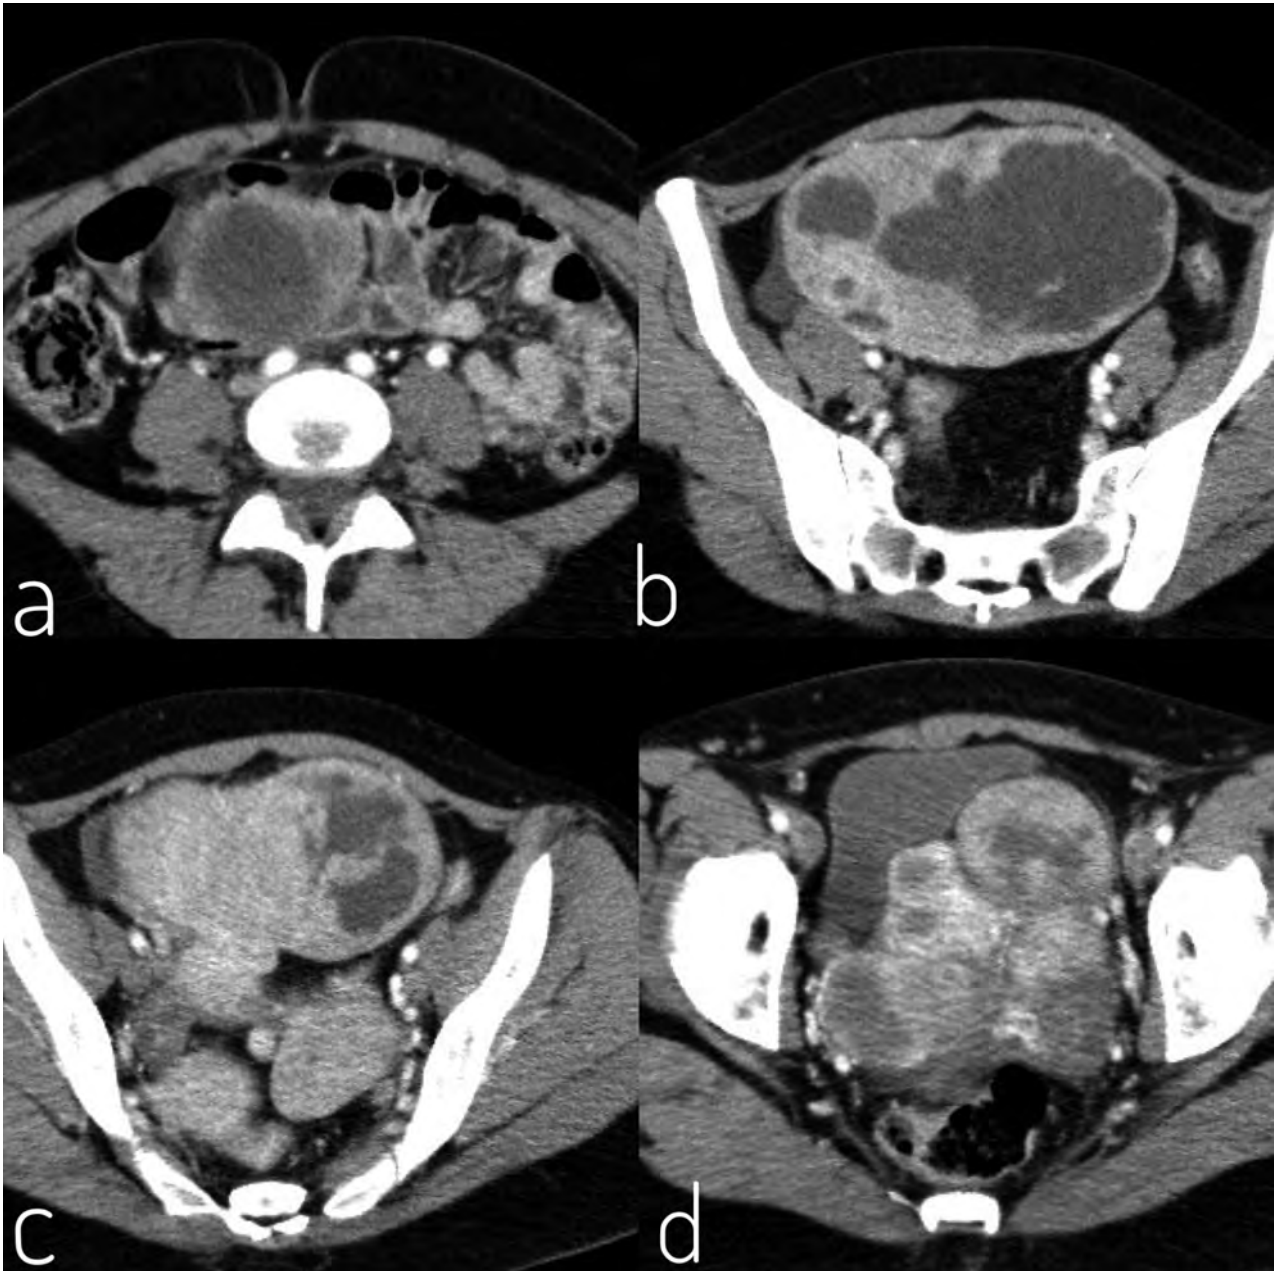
TAC. Cortes axiales: A: referencia umbilical. B: Crestas ilíacas. C: alas de la pelvis. D: pelvis menor.
